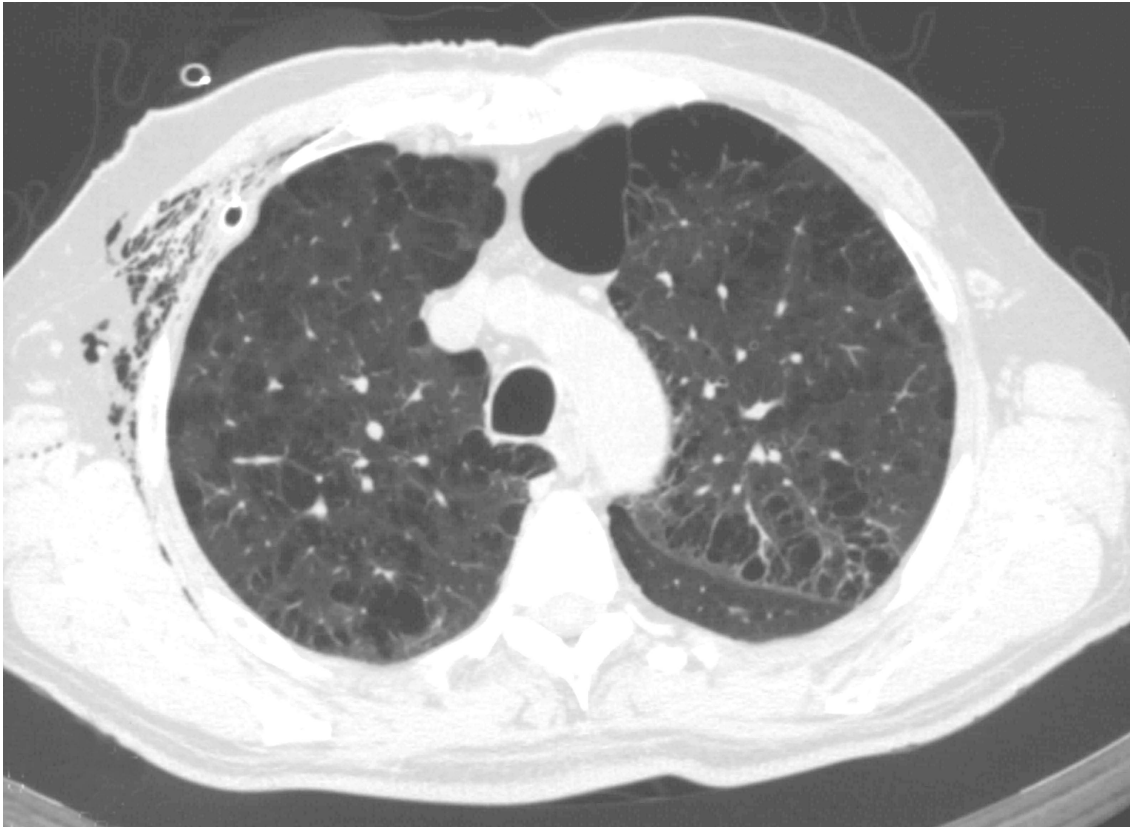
60jähriger Patient, HRCT 2/8 mm. Erstereignis eines Spontanpneumothorax rechts. Multiple subpleurale Bullae beidseits bis 3 cm groß sowie zentrilobuläres Emphysem.
